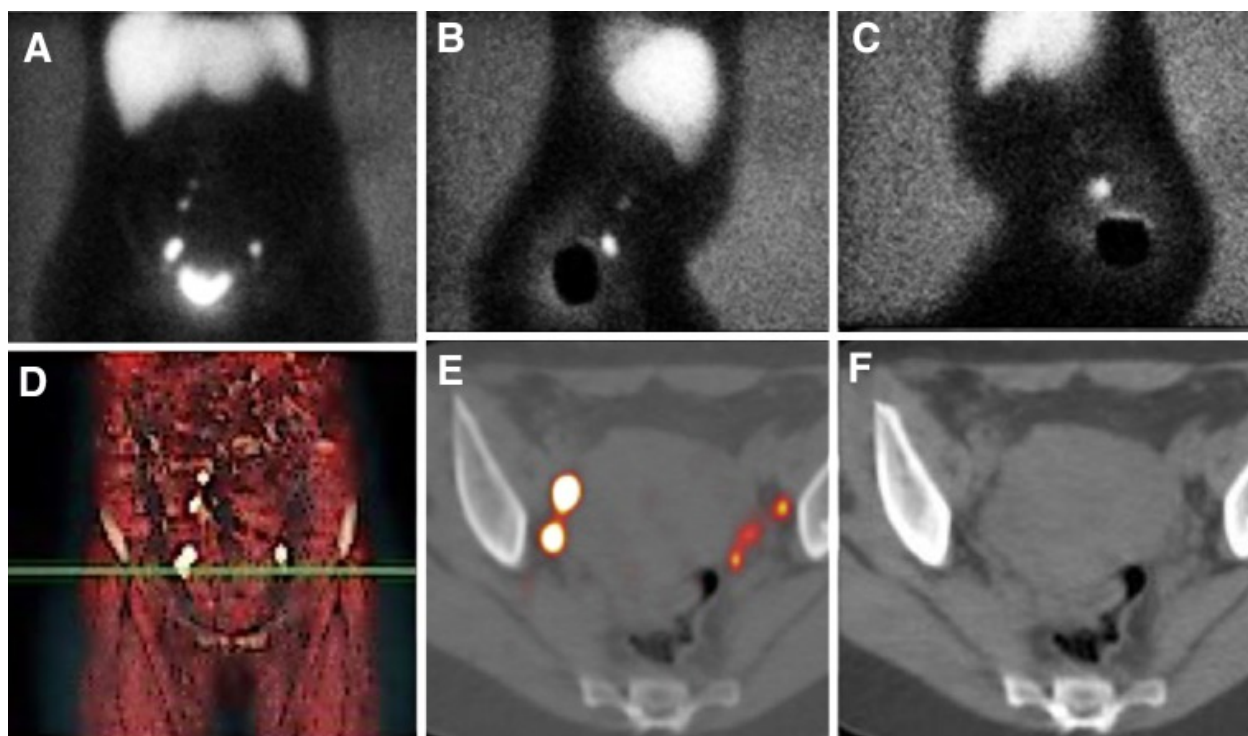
Планарная сцинтиграфия (А, В, С): билатеральная гиперфиксация препарата; ОФЭКТ-КТ (D, E): гиперфиксация радиофармпрепарата (РФП) в правых обтураторных и левых тазовых ЛУ; соответствующий срез КТ (F)
